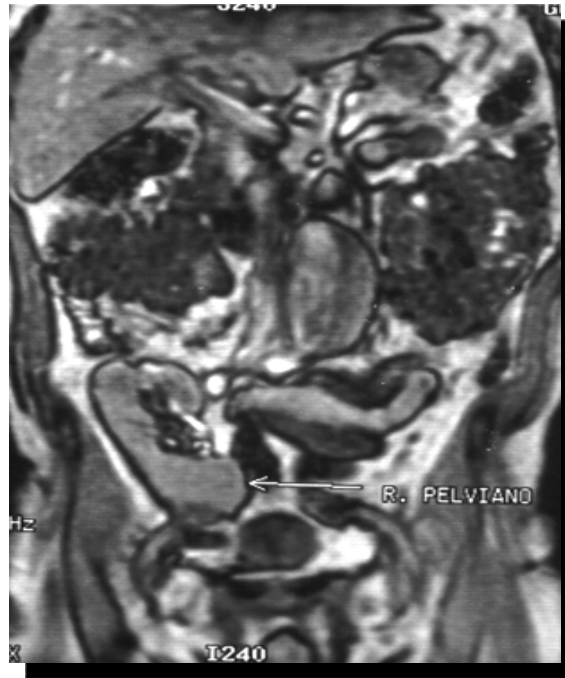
AAA en paciente con trasplante renal previo (angioresonancia). Indicación precisa de terapéutica endovascular (primer caso de utilización de un dispositivo endovascular en un trasplantado renal asociado a AAA a nivel mundial, realizado en nuestro centro, 1998) (9).
